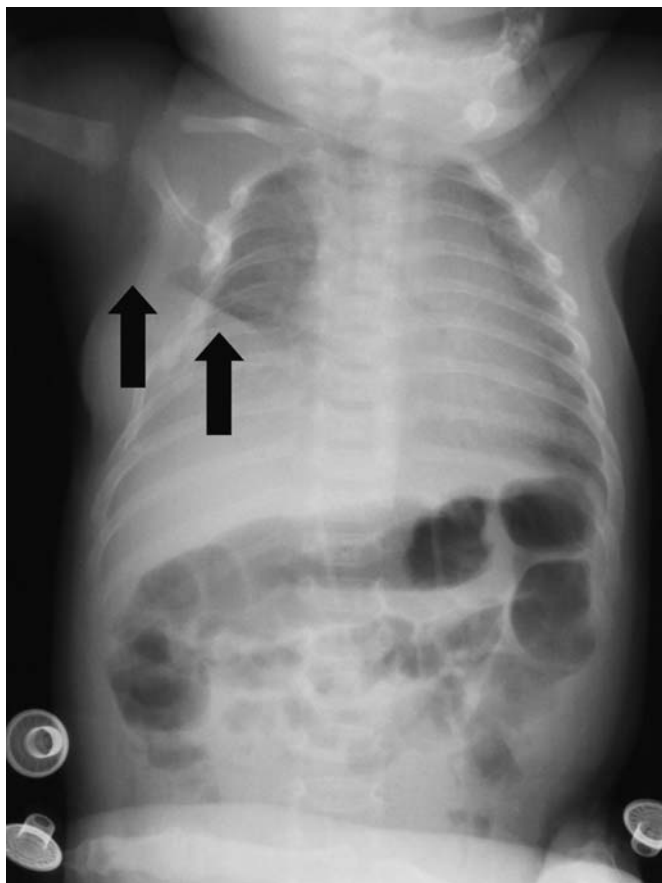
Telerradiografia do tórax
